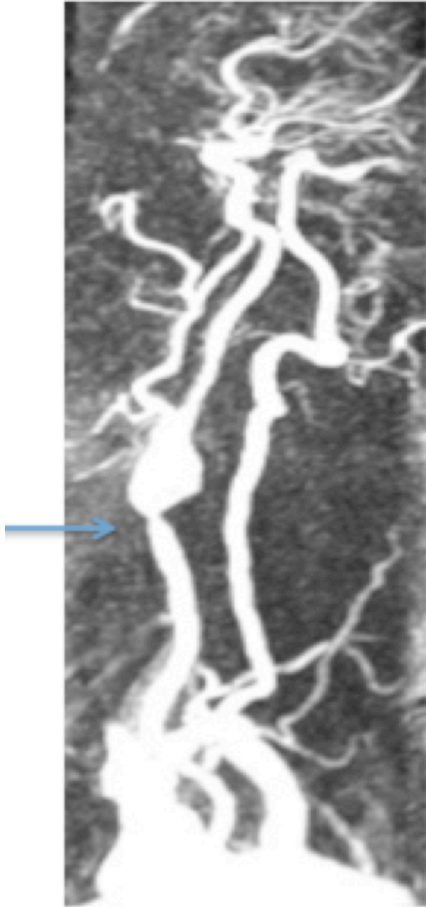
Präoperative MRT Angiographie mit hochgradiger Rezidivstenose im Bulbusbereich
